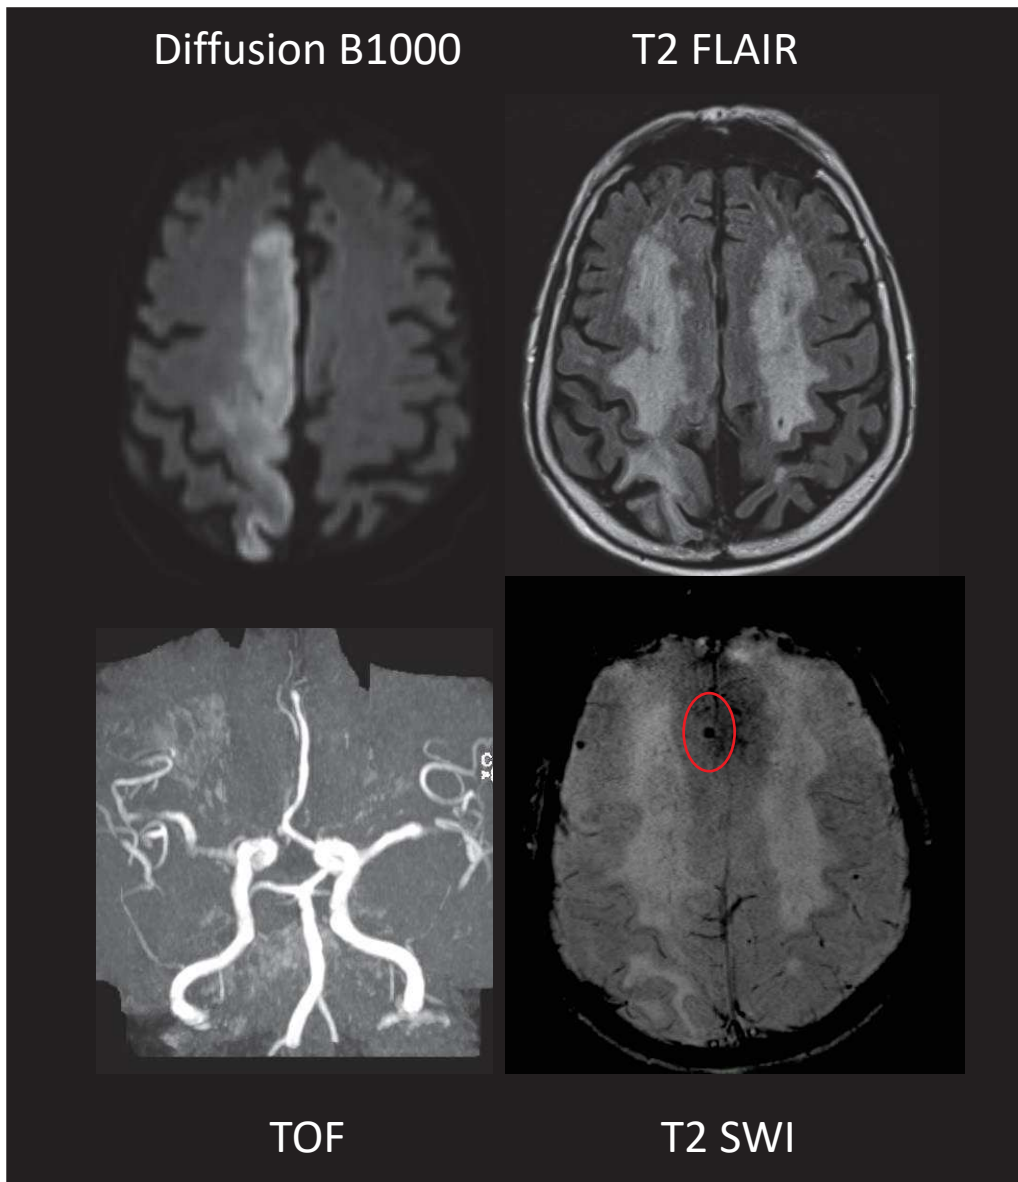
IRM cérébrale du cas n°3
